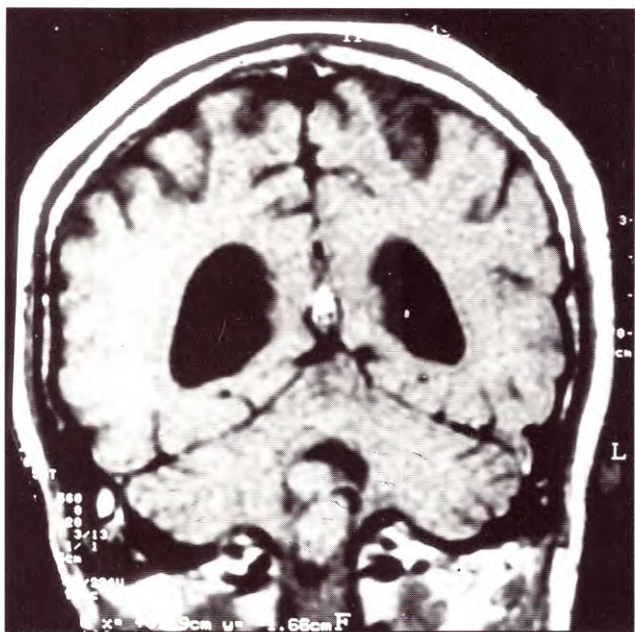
(Caso 1). IRM donde se observa formación tumoral dentro del cuarto ventrículo, con escaso refuerzo con el contraste. Leve dilatación ventricular.
